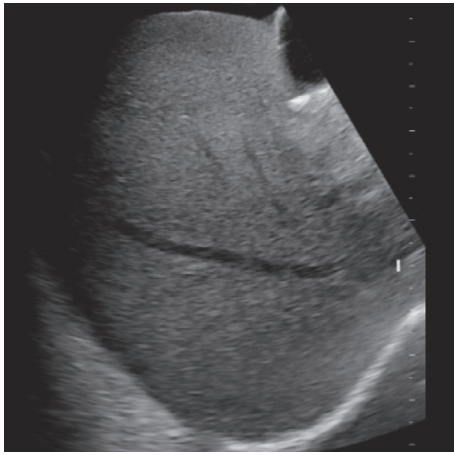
Échographie abdominale démontrant une thrombose courte de la partie distale de la veine hépatique droite ayant ensuite fait l'objet d'une angioplastie par voie endovasculaire.
